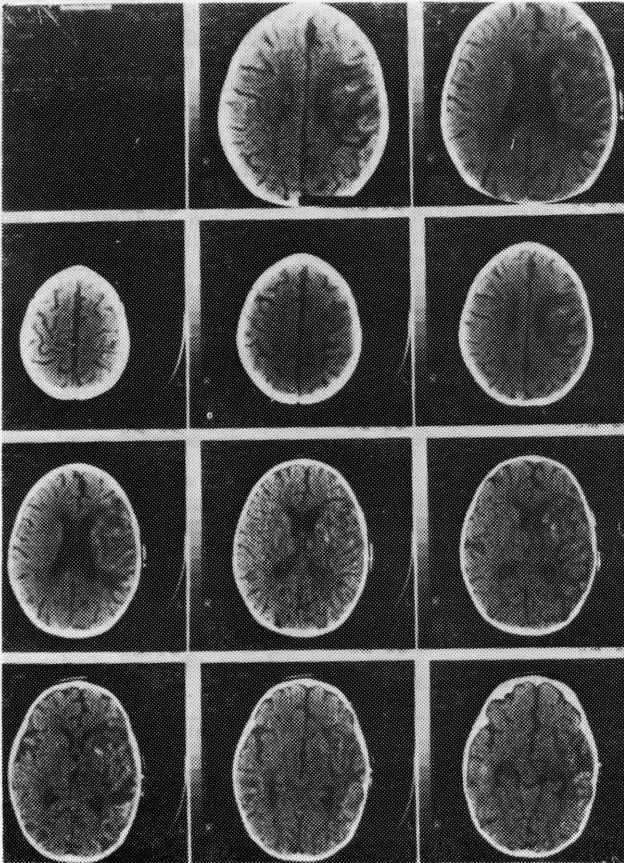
Caso 4, RGN. TC realizada 14 dias após a primeira (Fig. 2) evidencia presença de sangue dentro da área hipodensa.
